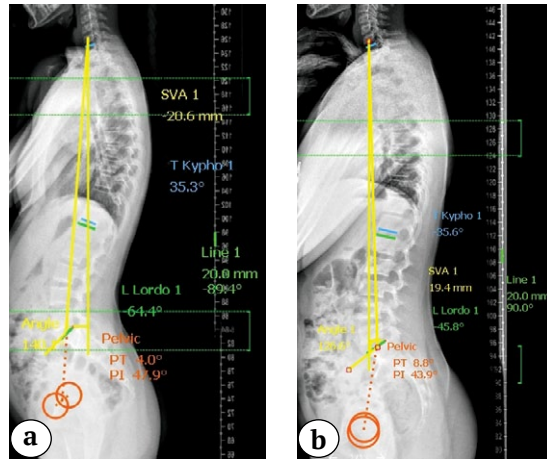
Teleradiographs of the spine in the sagittal view of an 11-year-old patient with right hip subluxation as a result of LCPD before radical reconstruction (a) and 36 months after (b). Explanation in the text
